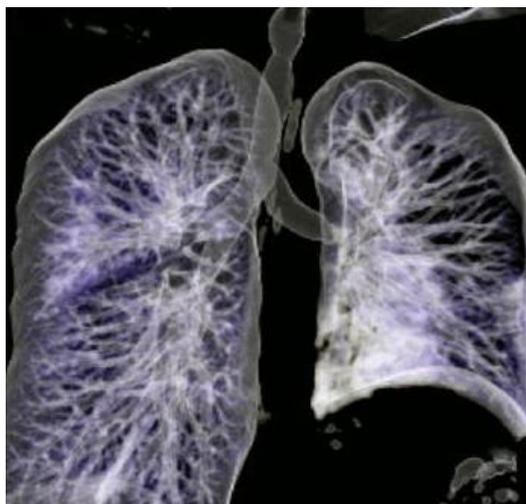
Immagine ottenuta tramite TAC dopo l'operazione. L'area che inizialmente risultava occlusa è ora tornata alla normalità [3].
